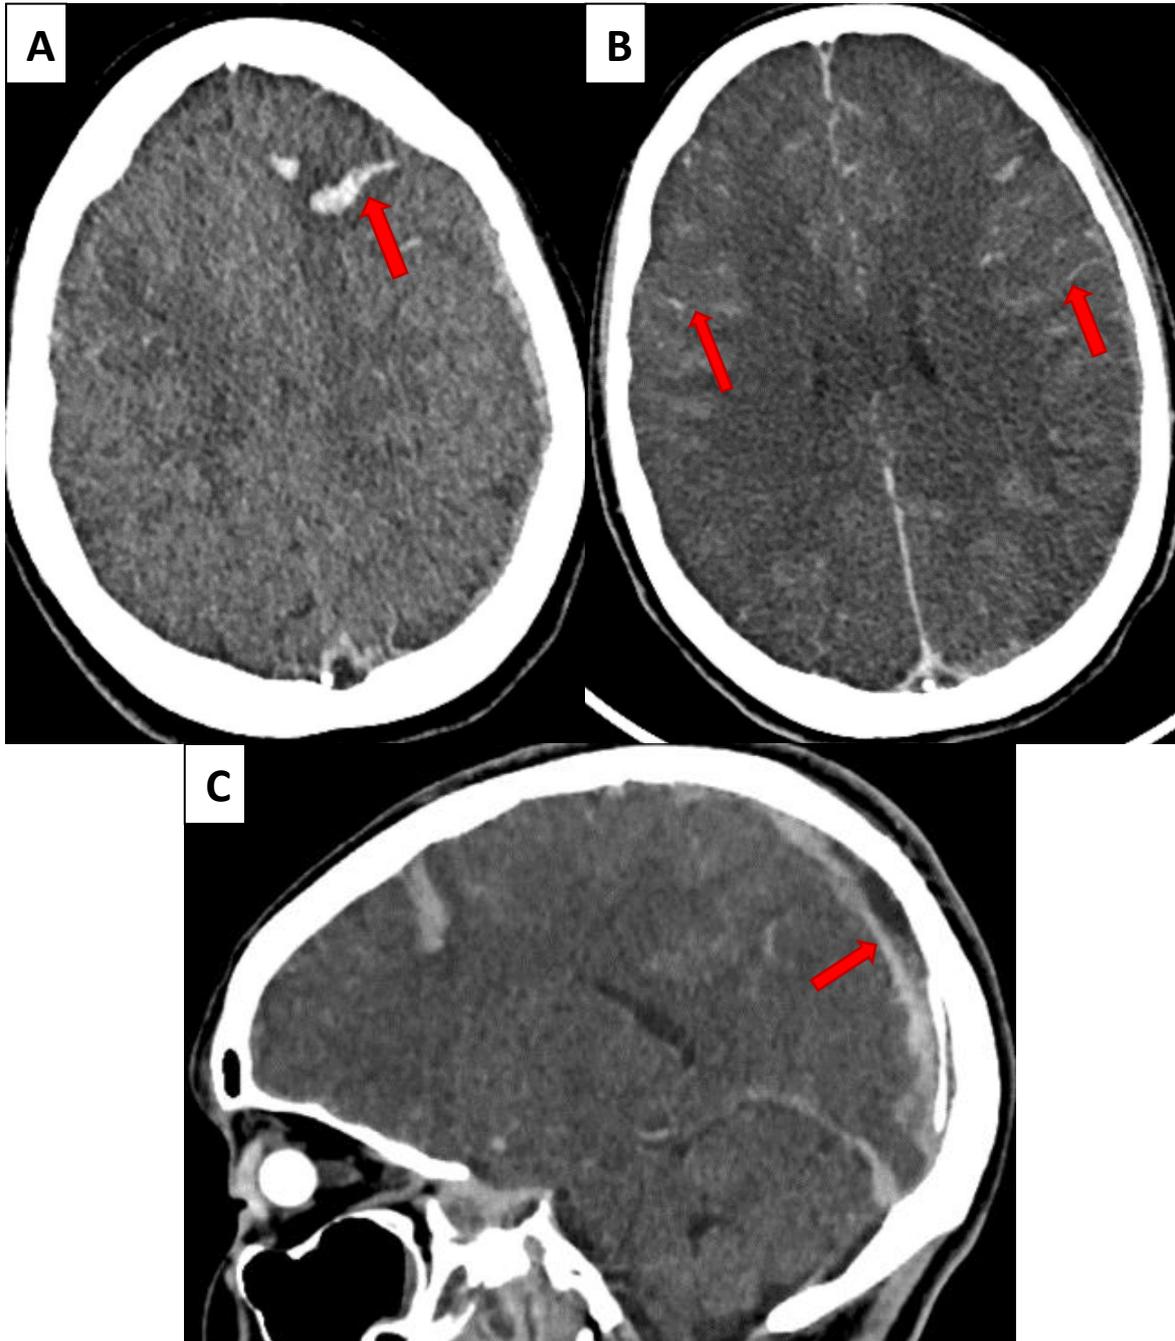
TDM cérébrale C- en coupes axiales (A) et C+ en coupes axiales (B) et sagittales (C)
